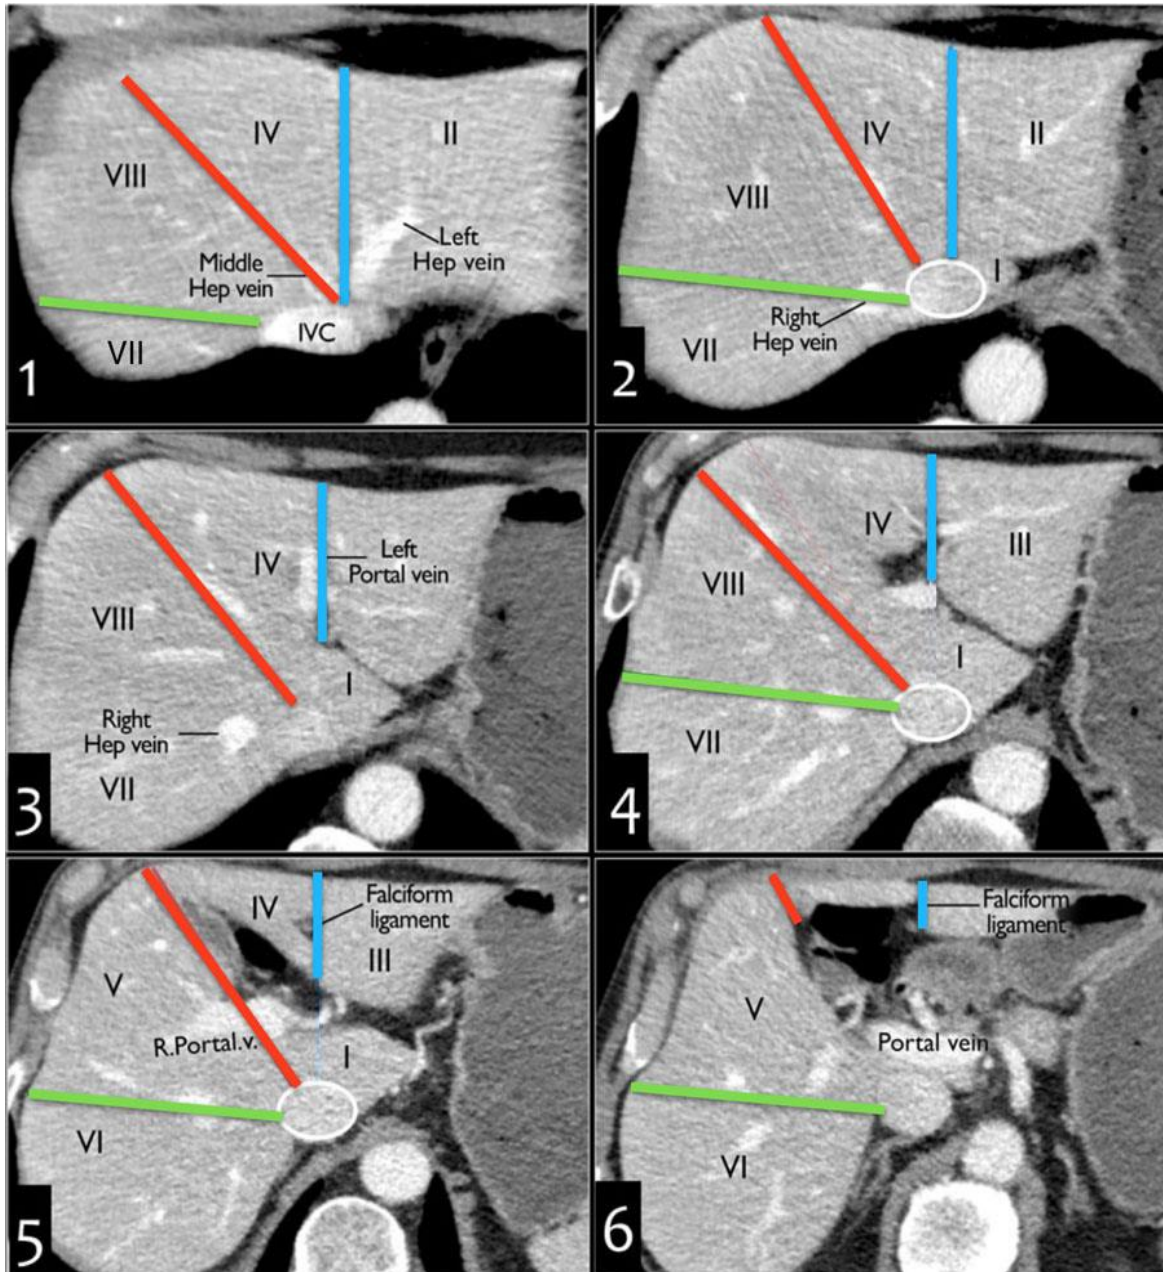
Segmentos Hepáticos vistos en tomografía computarizada.
